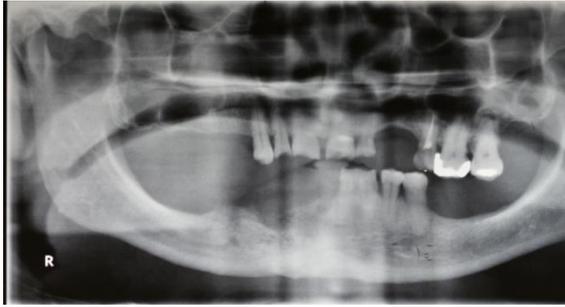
1ª radiografia panorâmica realizada pelo paciente. Realizada dia 02/05/2013.
